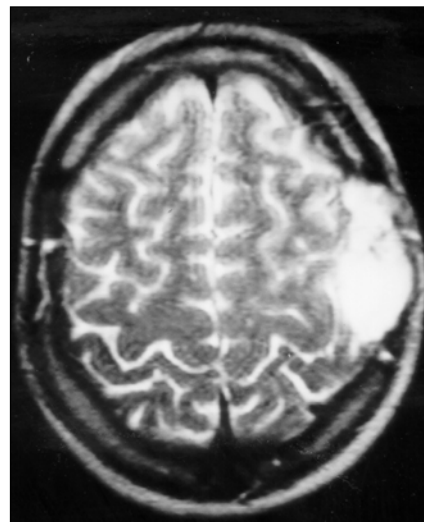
Caso 1. Ressonância magnética do crânio, seqüência ponderada em T2, plano axial: a lesão apresenta alto sinal, envolvendo a calota óssea, de localização extradural.
